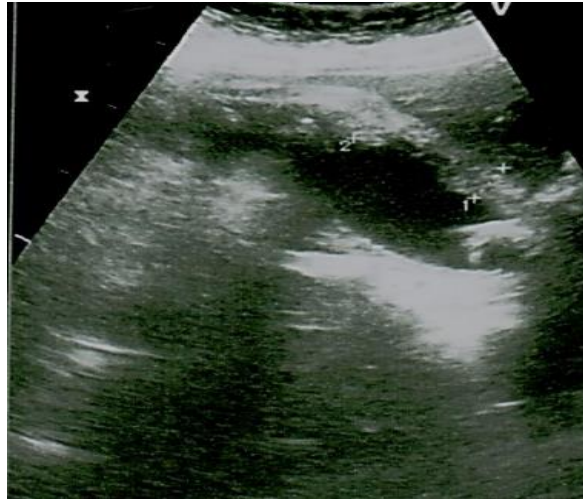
УЗИ. Плотный околопузырный инфильтрат
